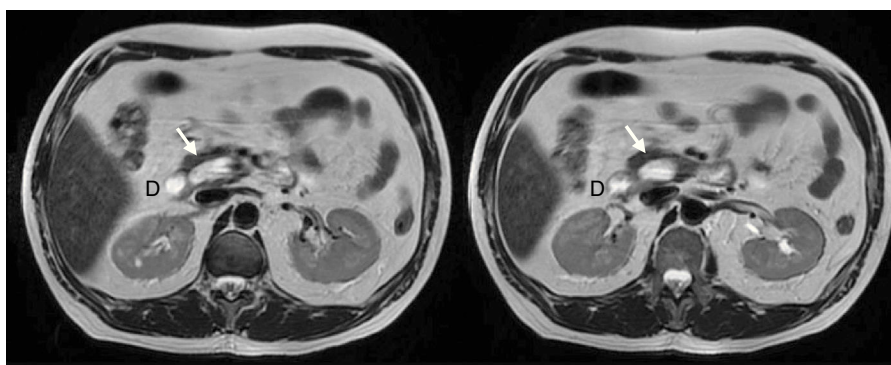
Colangio-RMN donde se aprecia divertículo (flecha) medial al duodeno (D) en cortes axiales.
